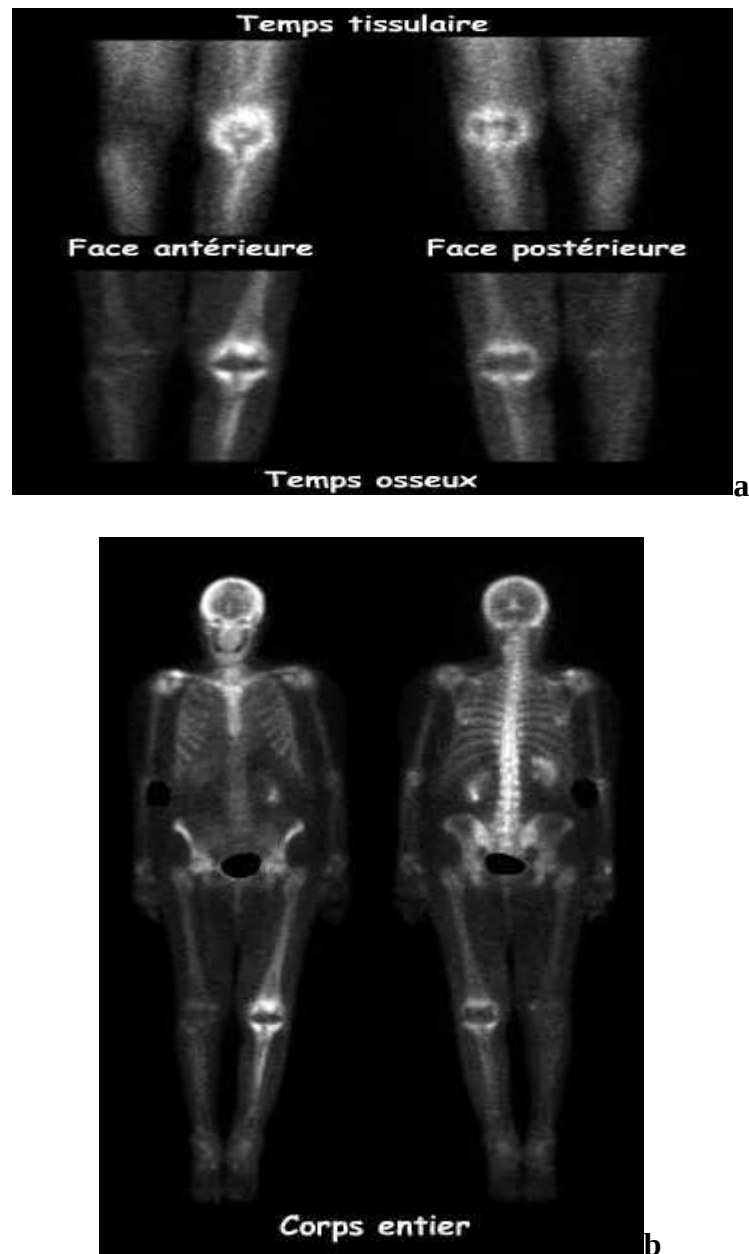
a, b : prothèse totale du genou gauche infectée, prothèse mis en place il y'a 3 ans, La scintigraphie osseuse dynamique montre :
